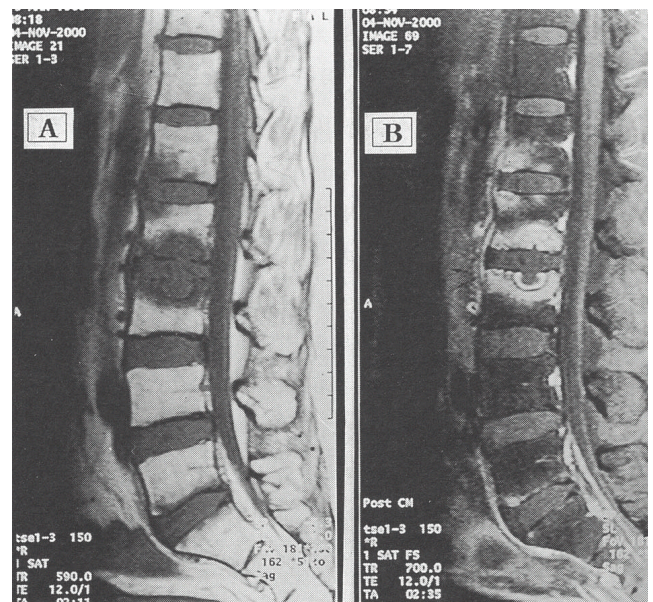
Sagittal T1-weighted image shows low signal intensity along the end plate of L1, 2, 3 vertebral body (A) Sagittal fat saturated gadolinium enhanced T1-weighted image shows intense enhancement above lesion and minimal prevertebral enhancement (B).
